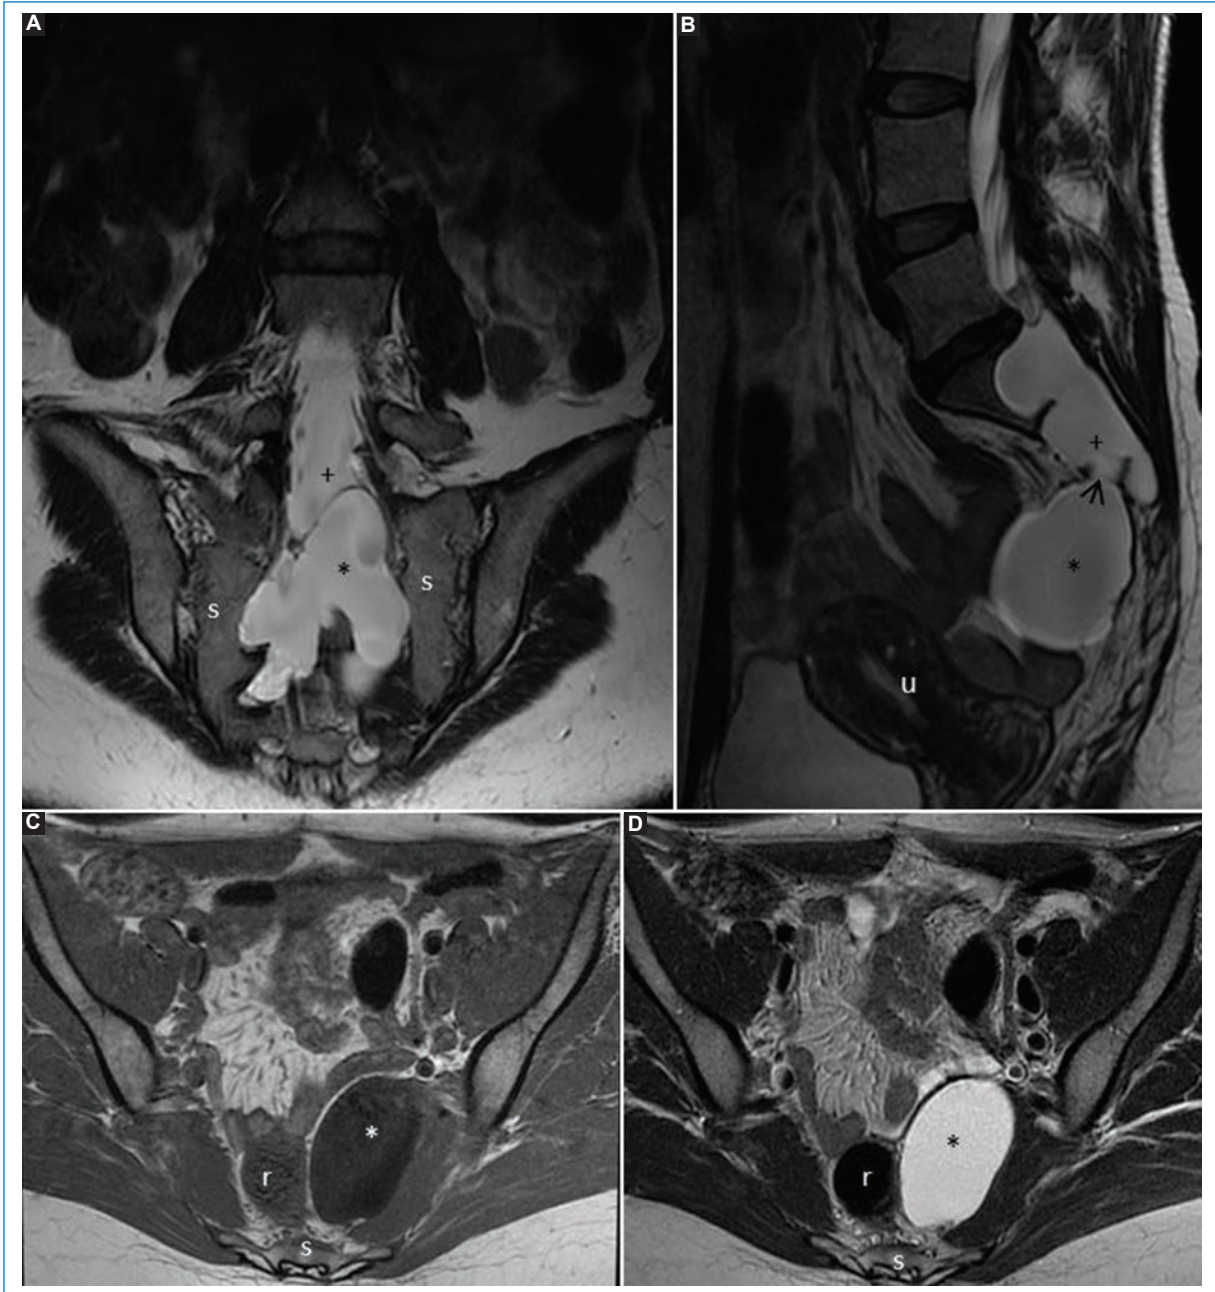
Meningocele sacro. La RM pélvica coronal (A), sagital (B) y axial (D) en T2 muestra una colección pélvica (asterisco) hiperintensa que se corresponde con un saco tecal (cruz) herniado a través de un defecto óseo foraminal sacro izquierdo (flecha), que se localiza posterior al útero (u) y lateral al recto (r). Se muestra hipointenso en axial T1 (C). s: sacro.
